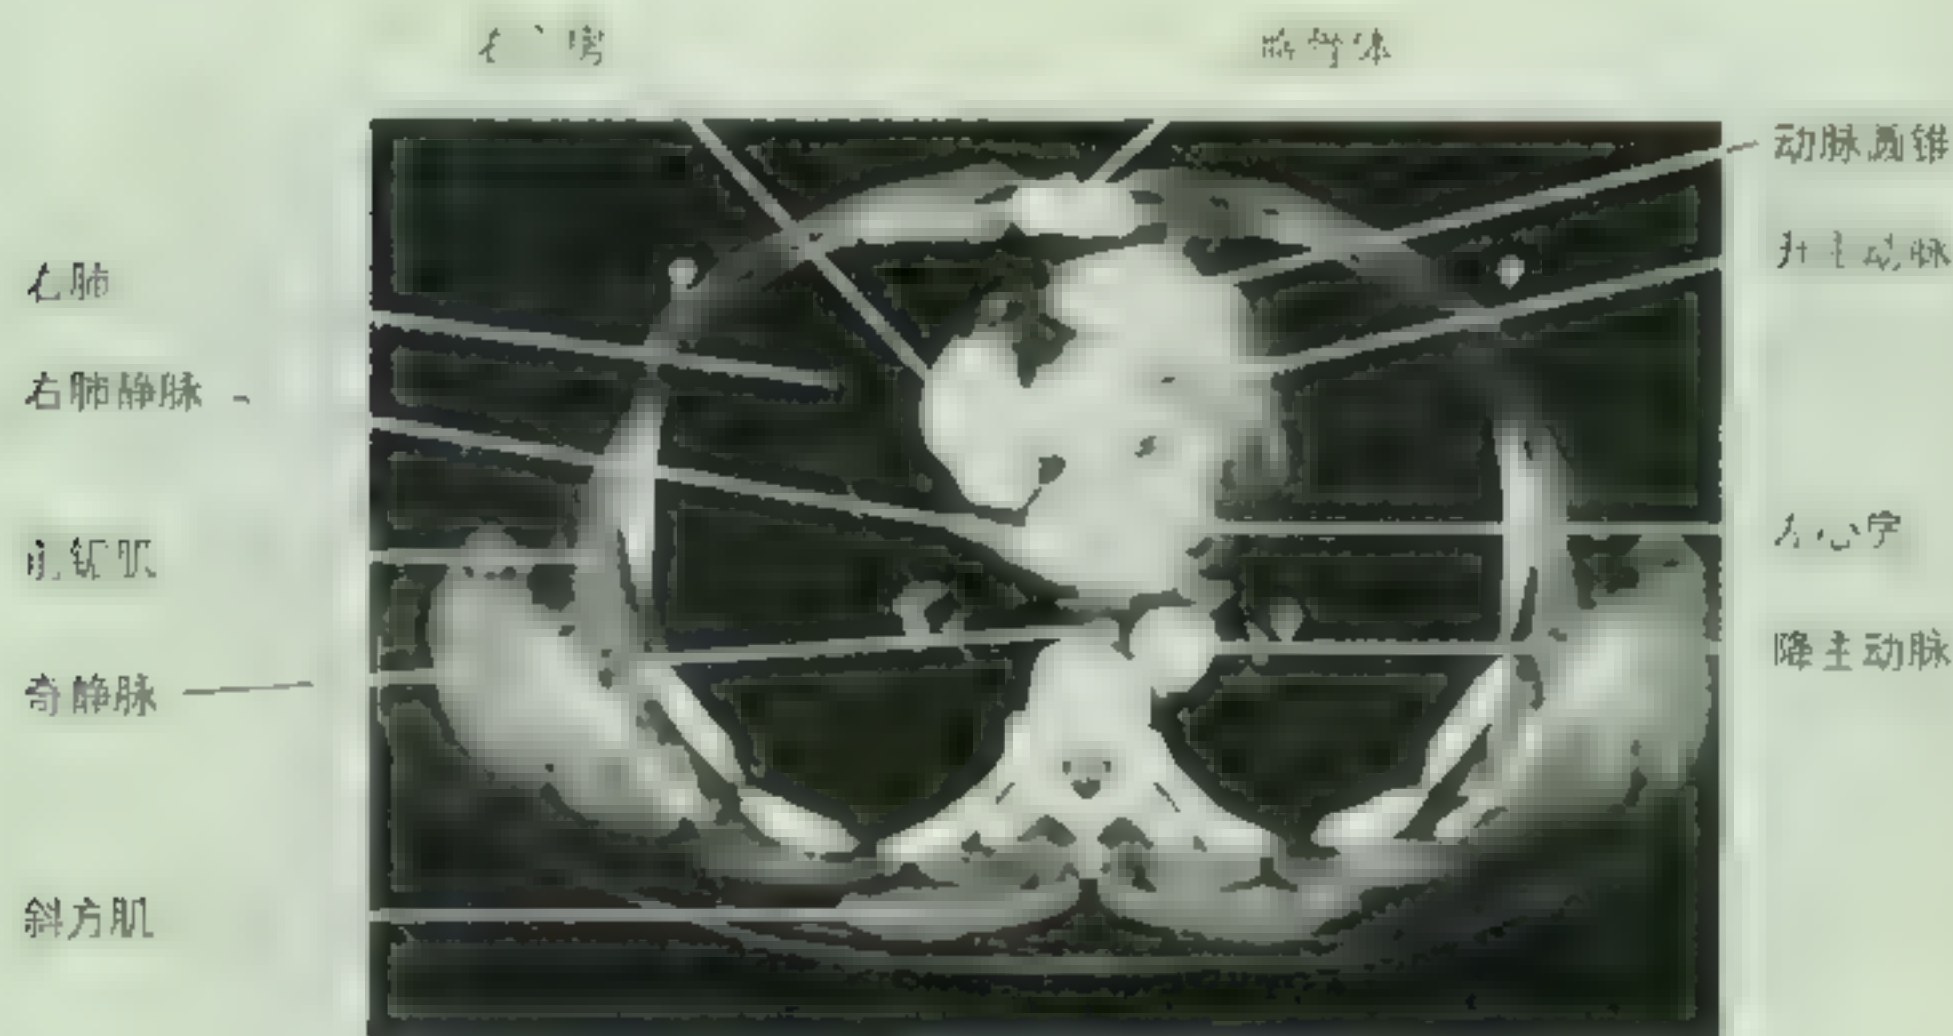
胸部CT横断面扫描像 第8胸椎水平的CT图,可见胸腔脏器和胸壁(此图由明尼苏达州梅奥医学院解剖教授 Donald R. Cahill 提供)
